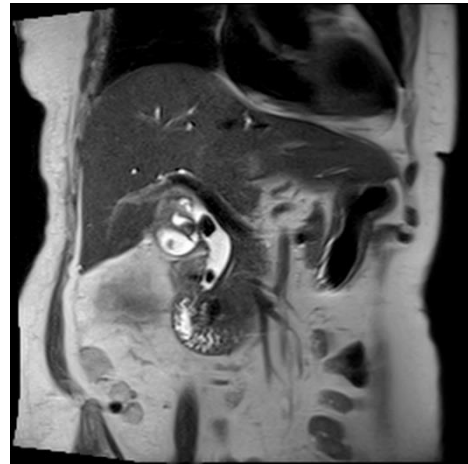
Hình ảnh CT scan dẫn đường mật
